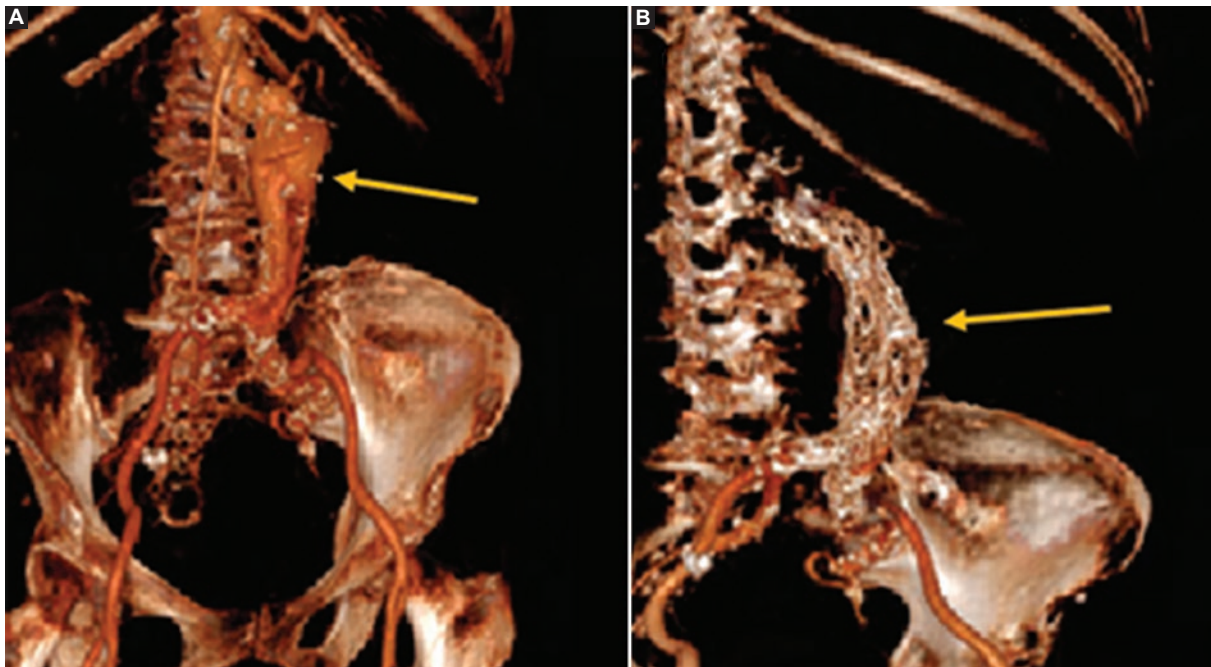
Imágenes por angiotomografía computarizada con reconstrucción 3D de paciente de sexo femenino de 28 años con antecedente de síndrome de Marfan embarazada de 25 semanas de gestación. A: imagen prequirúrgica donde la flecha amarilla señala aneurisma aórtico abdominal (AAA) de 6.2 cm y flecha amarilla señala producto de 25 semanas de gestación. B: imagen posquirúrgica posterior a reparación abierta con injerto de dacrón aorto bi-ilíaco y explante de EVAR, donde la flecha amarilla señala aorta abdominal reconstruida.
